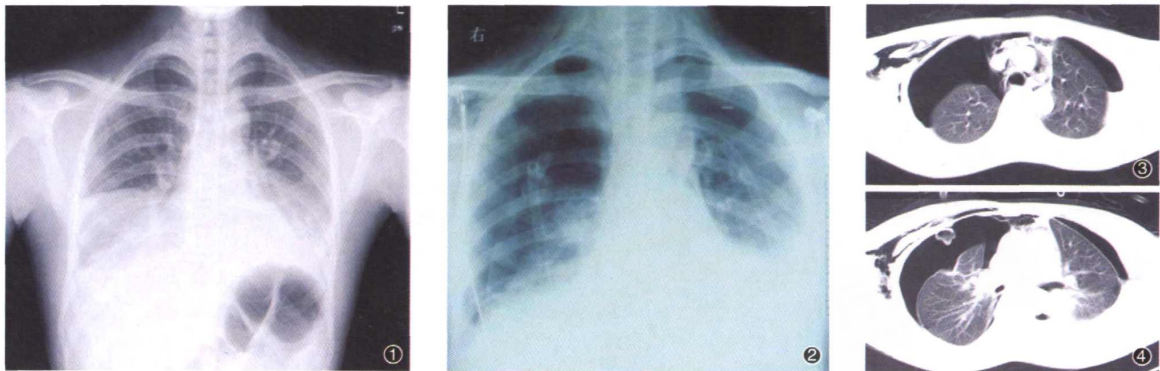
2009年11月18日X线胸片示患者双肺可见模糊片状影，双侧少量胸腔积液 图2 2009年11月26日X线胸片示患者双侧气胸 图3~4 2009年11月28日CT示患者双侧液气胸，部分邻近肺组织不张，纵隔积气，双侧颈根部积气，右侧胸壁软组织积气，右肺中下叶及左肺见高密度影；图3可见左侧堵塞的导管头，图4右侧引流通畅，仍有气胸
